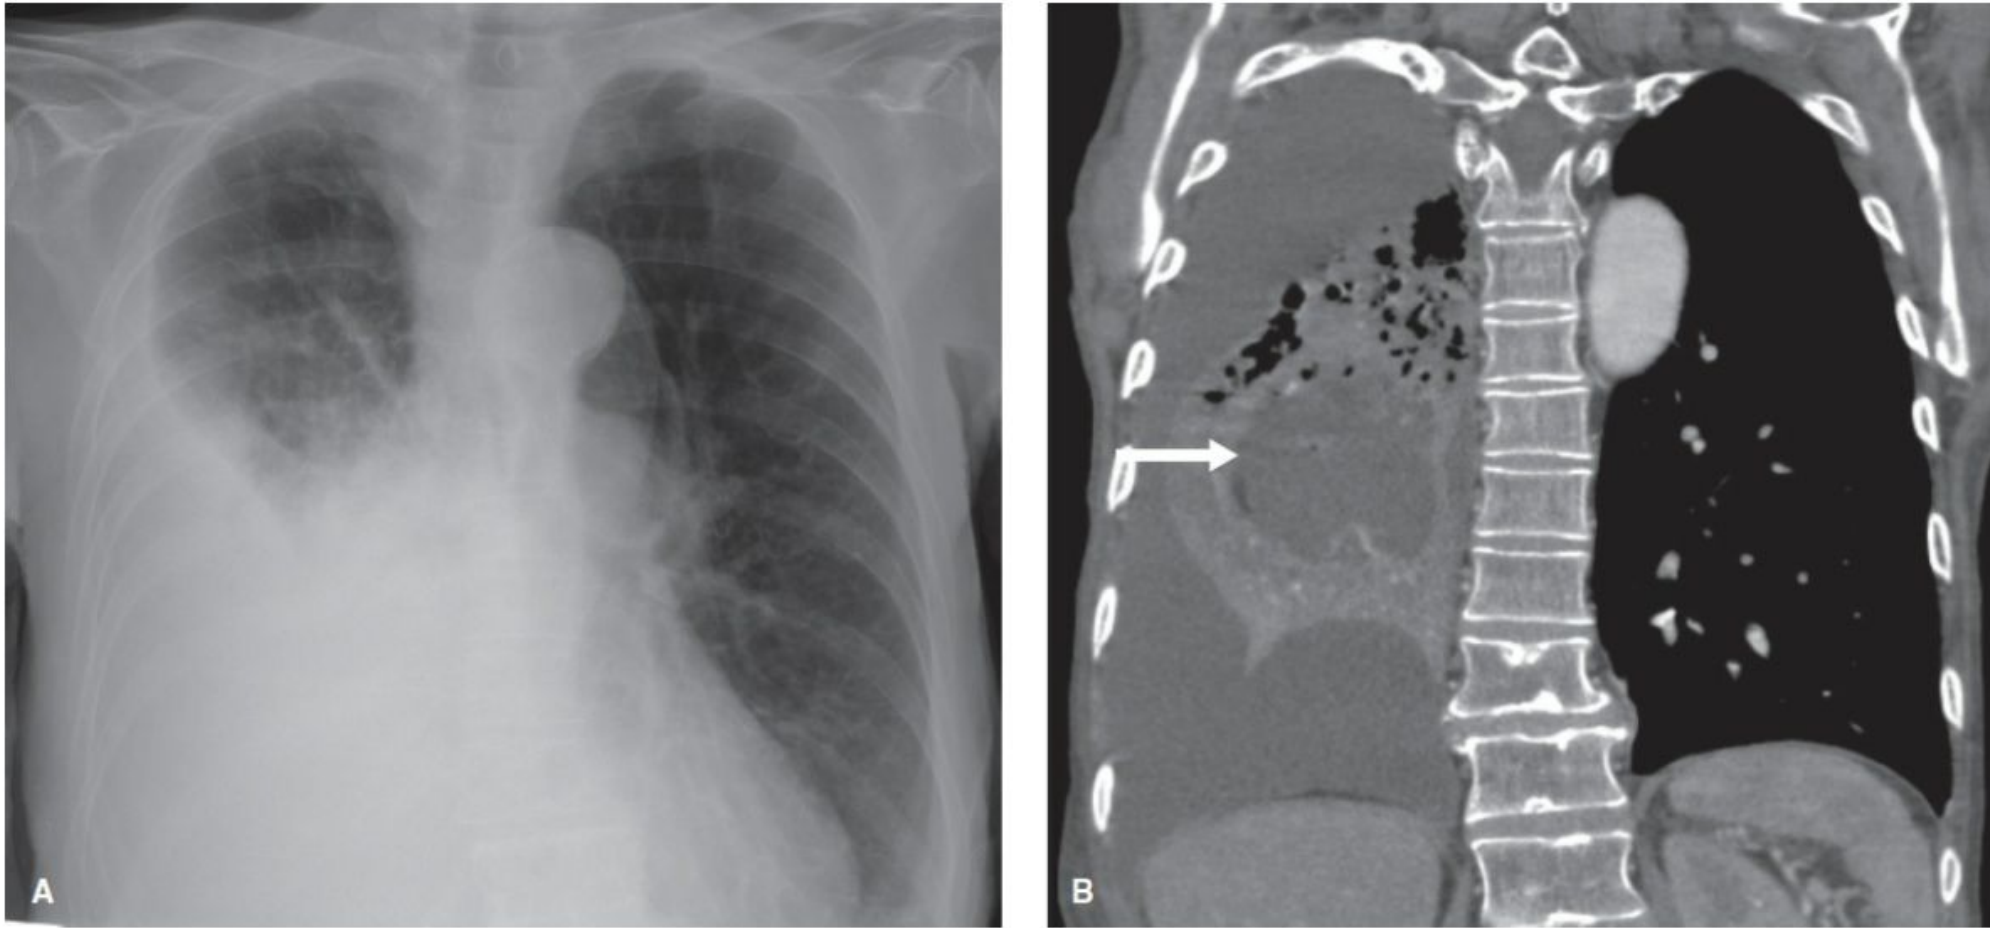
Necrotizing Anaerobic Pneumonia With Abscess Formation and Parapneumonic Effusion. A: Frontal chest radiograph in a 58-year-old man with fever and progressive shortness of breath shows a large right pleural effusion. B: Contrast-enhanced coronal CT scan shows a consolidated and atelectatic right lung containing a large abscess (arrow) and associated parapneumonic effusion. Anaerobic organisms were recovered from sputum cultures.
